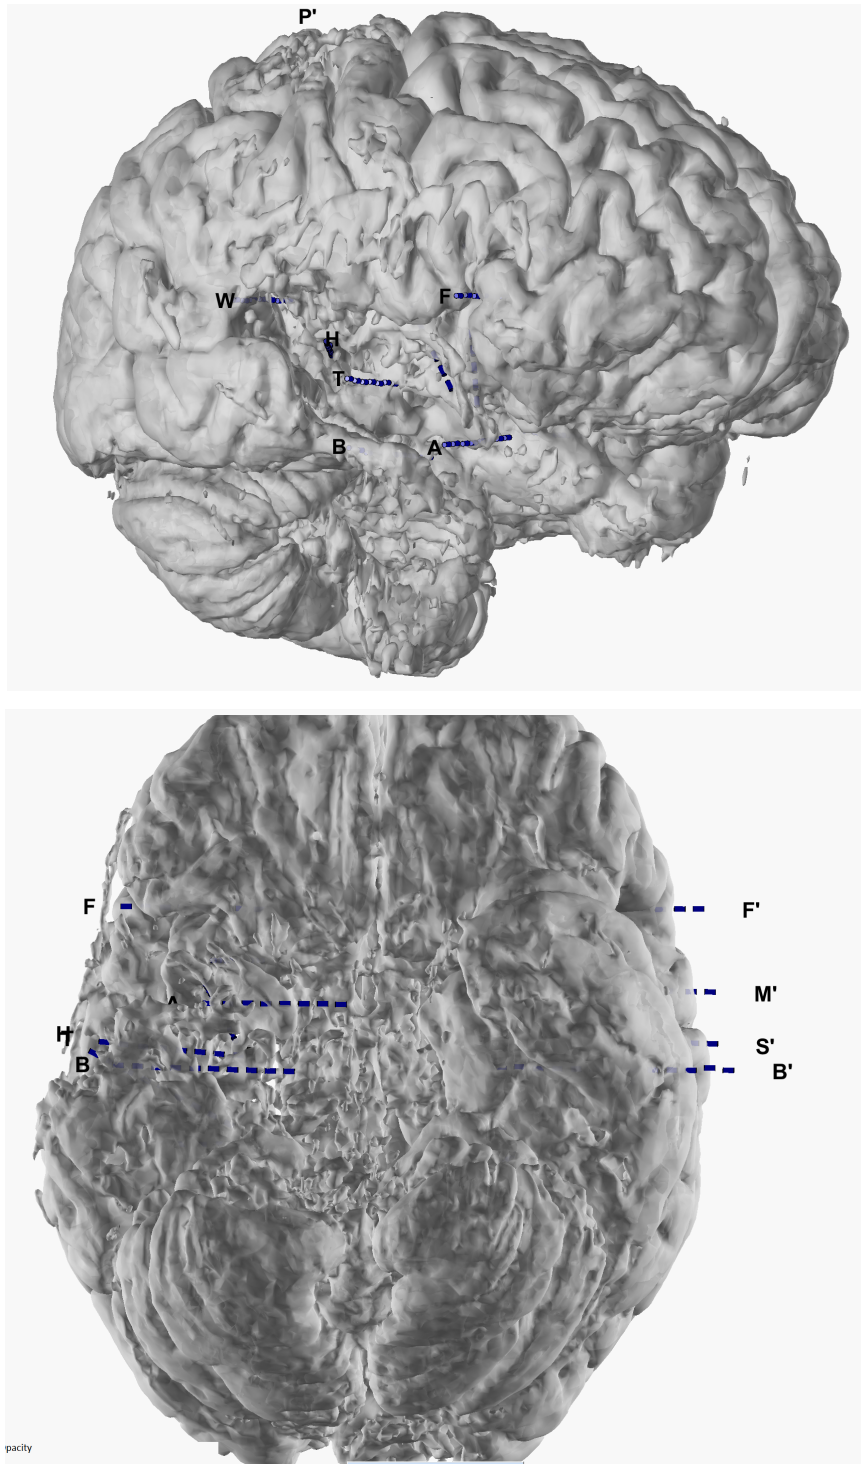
Reconstrução Tridimensional da Fusão da RM e TC pós-implante dos eletrodos. Imagem do P009 evidenciando a ressecção completa do tecido encefálico ao redor dos contatos termocoagulados dos eletrodos T, H e B.
